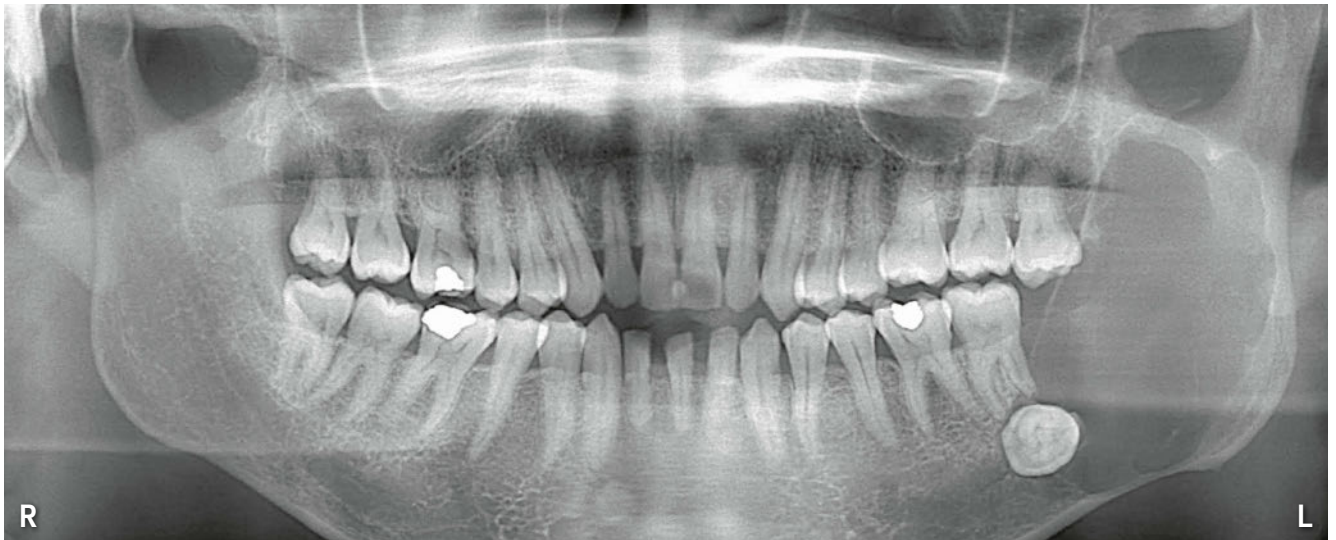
L'orthopantomogramme initial montre une ostéolyse étendue assez nettement délimitée dans la région postérieure gauche de la mandibule et sa branche ascendante. Dans la zone antérieure par rapport à l'ostéolyse, la dent de sagesse 38 incluse et déplacée est visible au niveau de la région apicale de la dent 37. Le canal mandibulaire est encore visible antérieurement par rapport à la couronne de la 38, mais il n'est plus visible dans la zone de l'ostéolyse.
